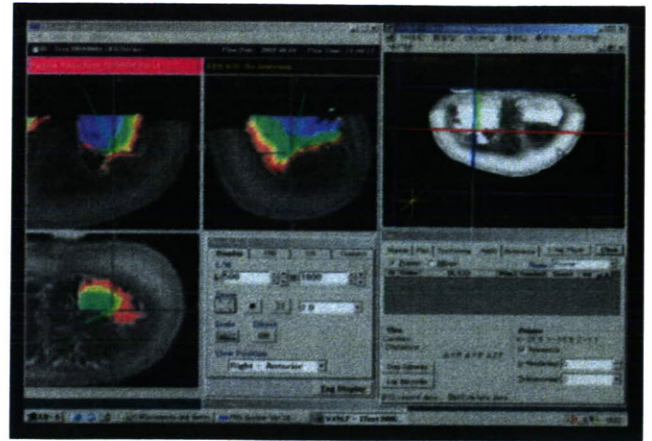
「近接覚ナビゲーション」適応例。ファントム(南瓜)MRI データ画像を用い、ファントム内腔に等高線マップを生成している。
